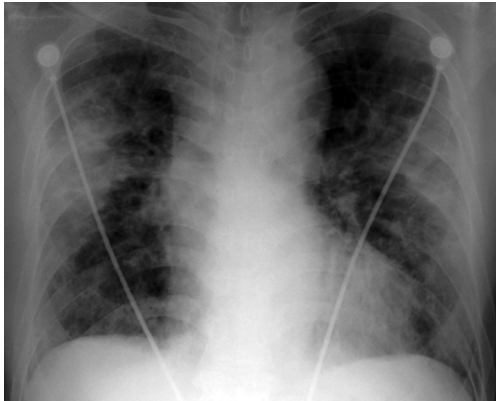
Chest X-ray findings. Diffuse consolidation was found in the bilateral lung, with peripheral predominance, on day 12 post-transarterial chemoembolization.
